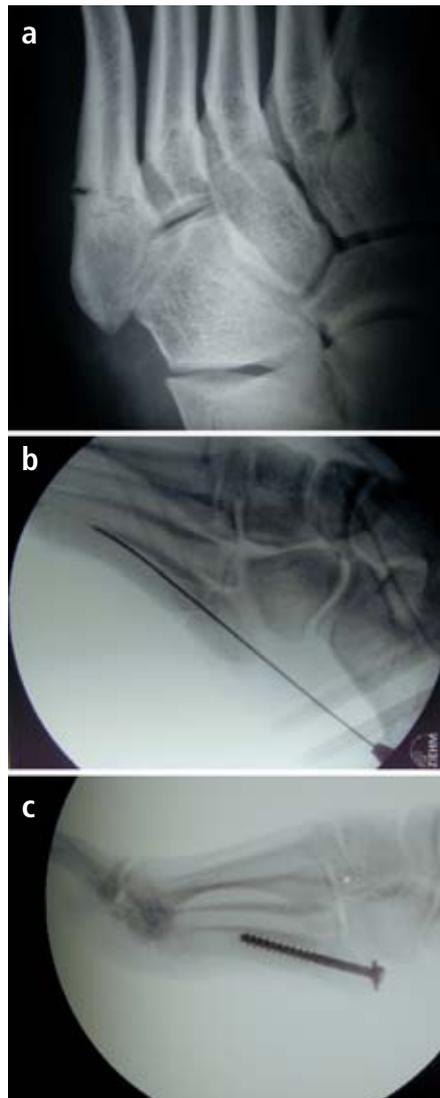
Jones-Fraktur des 5. Mittelfußknochens a) im Röntgenbild mit metaphysärer Lokalisation. Minimal-invasive operative Versorgung mit b) kanülierter, c) intramedullärer Verschraubung.
